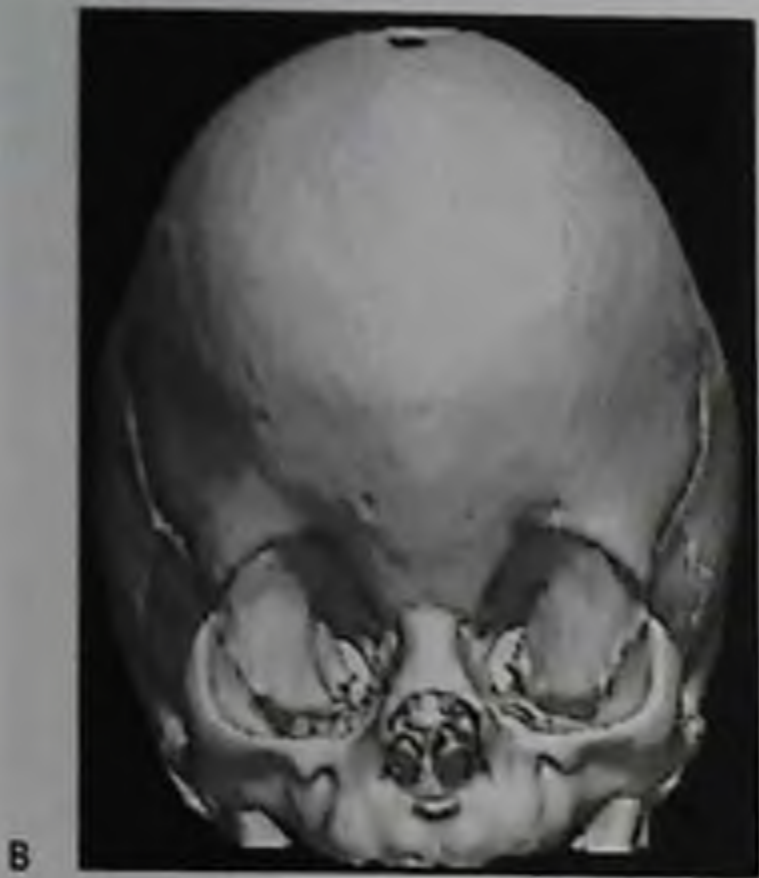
Окончание. Метопический синостоз (тригоноцефалия): в — компьютерная томограмма, трехмерная реконструкция
